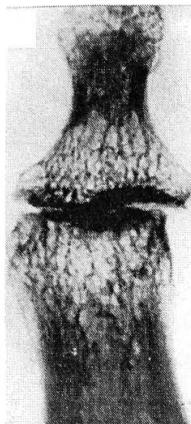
Фрагмент рентгенограммы III пальца правой кисти с пятикратным прямым увеличением. ДОА (III стадия).
